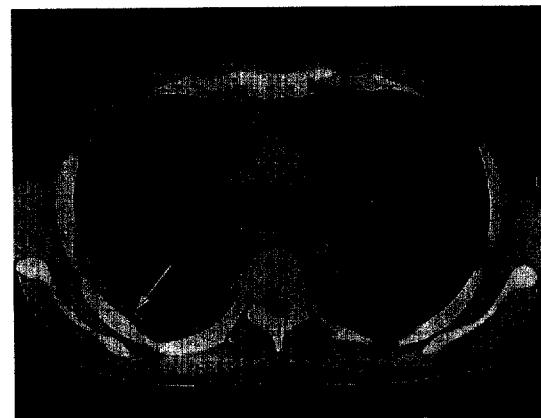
Chest CT shows diffuse pancake-like thickening of right pleura including mediastinal pleura (arrow).
